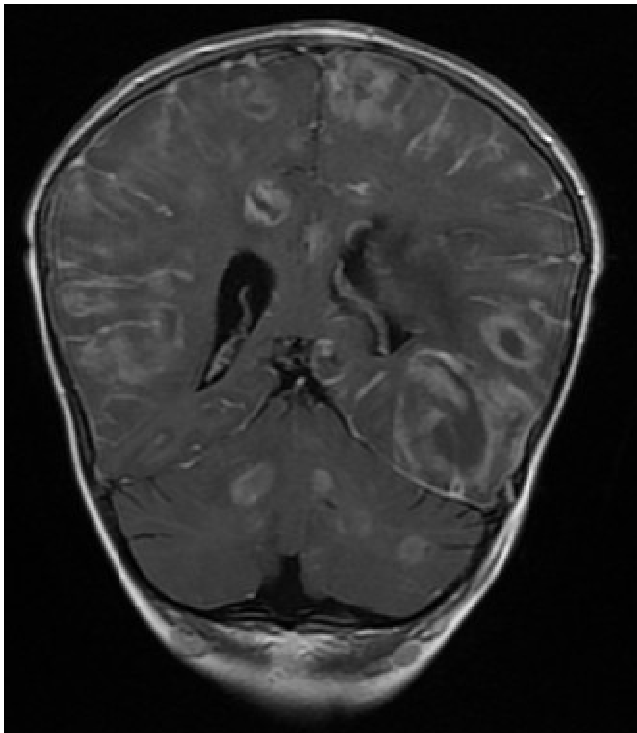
IRM cérébrale montrant des multiples abcès sus et sous tentoriaux (osbervation N°18)
